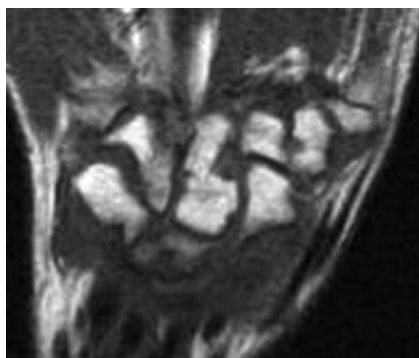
Коронарные МРТ кисти в Т1-ВИ нативные (а) и после контрастирования (б) пациентки 10 лет с ЮИА. Краевые костные эрозии головчатой, ладьевидной, трехгранной, трапециевидной костей запястья, имеющие высокоинтенсивное содержимое после контрастного усиления. Распространенная пролиферация синовия в суставах запястья и лучезапястном суставе с распространением на ульнарную
